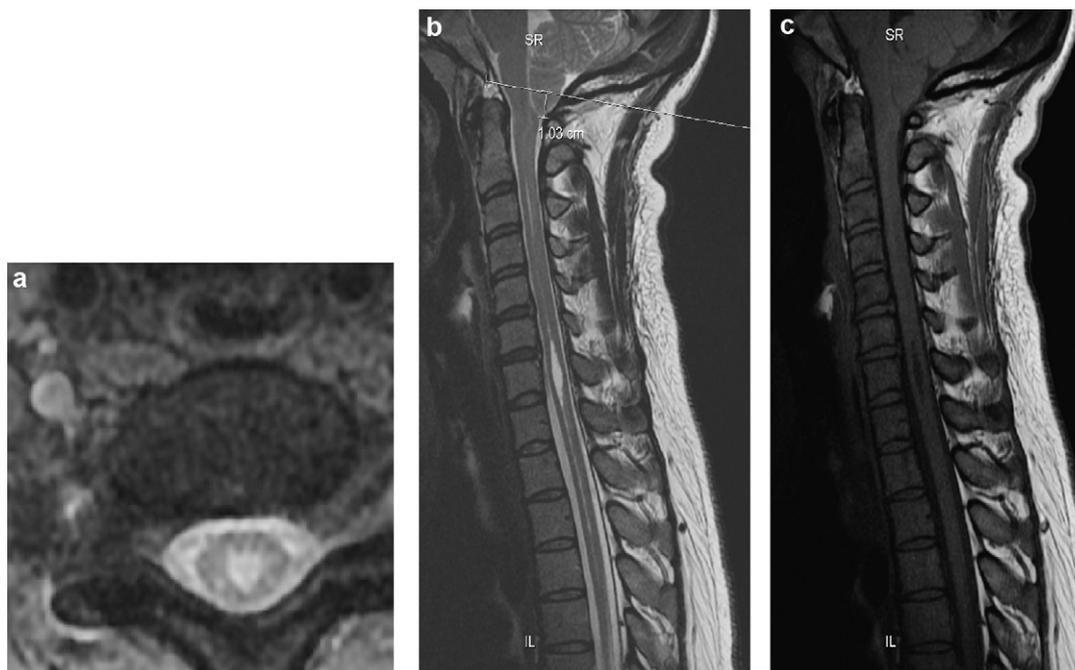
a : IRM médullaire en séquence T2 axiale passant par C6C7 (troisième cas) ; b : IRM médullaire en séquence sagittale T2 (troisième cas) ; c : IRM médullaire en séquence sagittale T1 (troisième cas).
